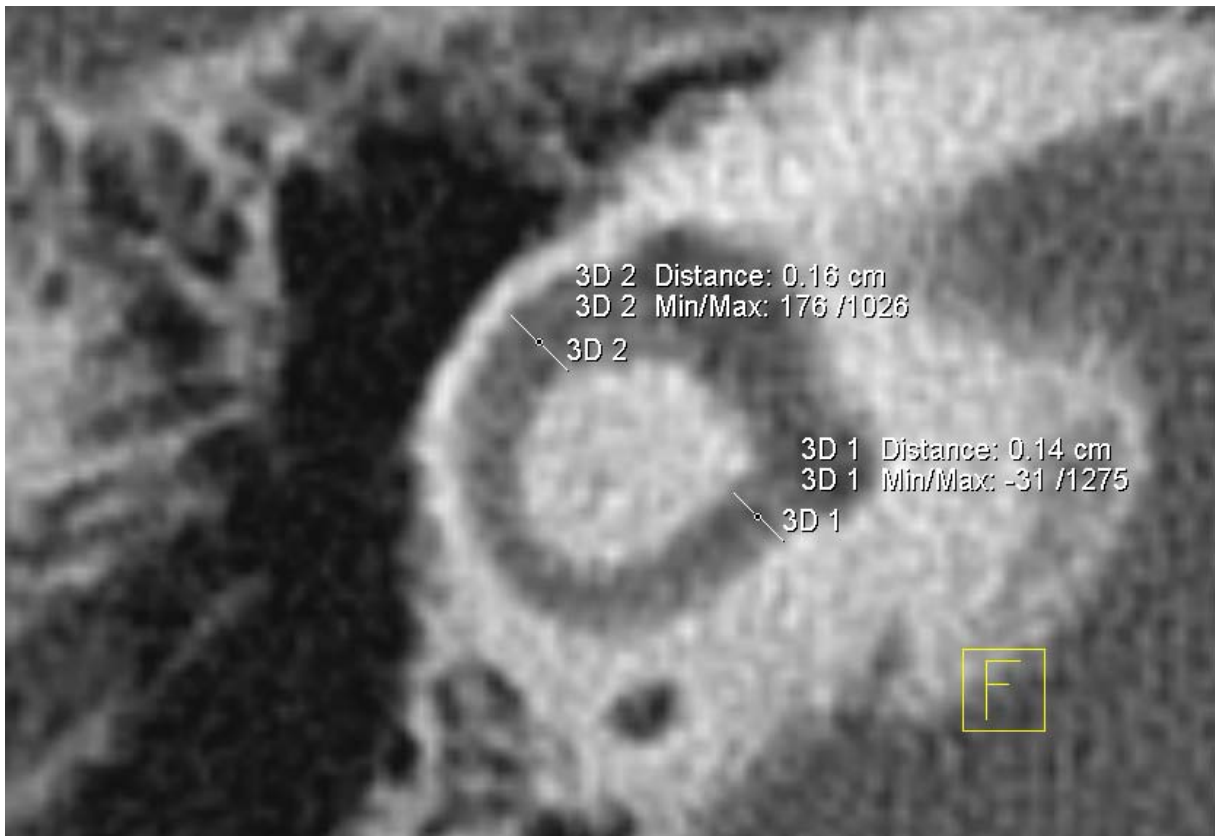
Messung des Durchmessers des Lumens des lateralen Bogengangs außen {3D 2} [CT_LBOG_LDA_re] und innen {3D 1} [CT_LBOG_LDI_re] mit Tool ‚2D Distance‘
